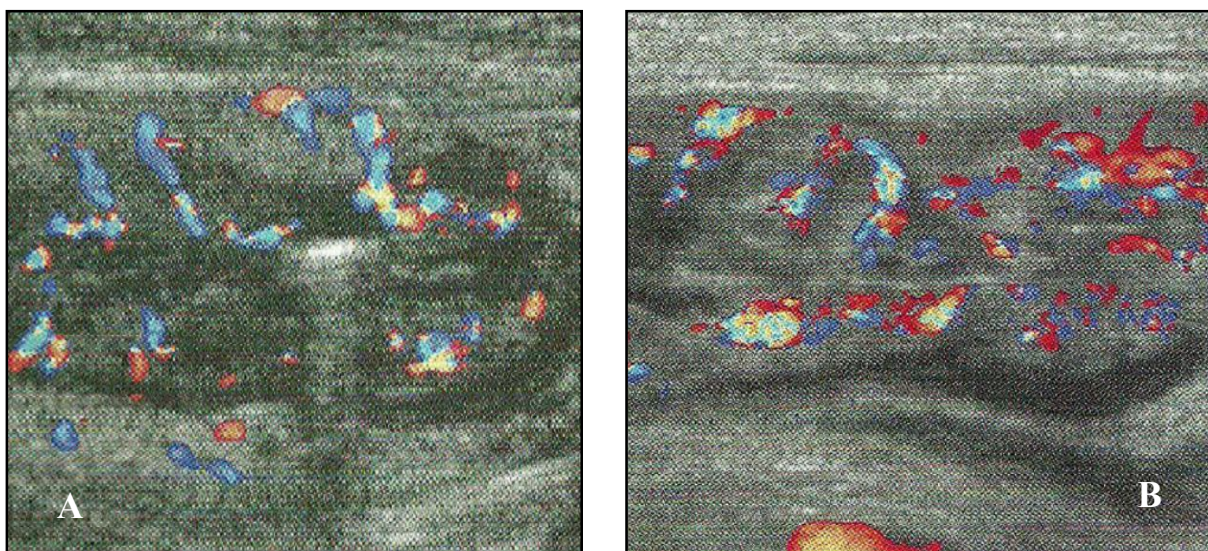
maladie de Crohn à l'échodoppler. ^[68]
